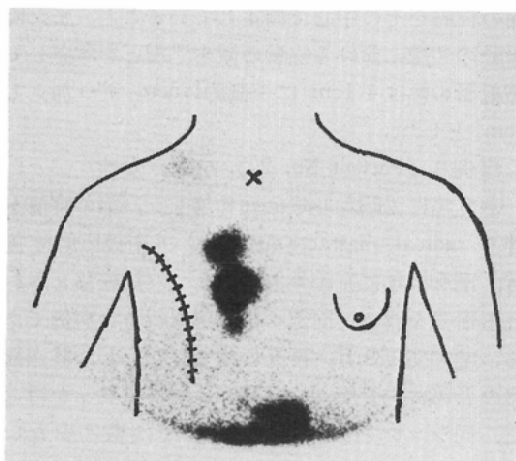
Parasternal lymphoscintigram from a 61-year-old post-mastectomy female with right breast cancer, clinical Stage I (T1N0M0). There is visualization of the left diaphragmatic lymph node and only of the right parasternal lymph nodes. This pattern suggests the normal variation of a unilateral parasternal chain.
